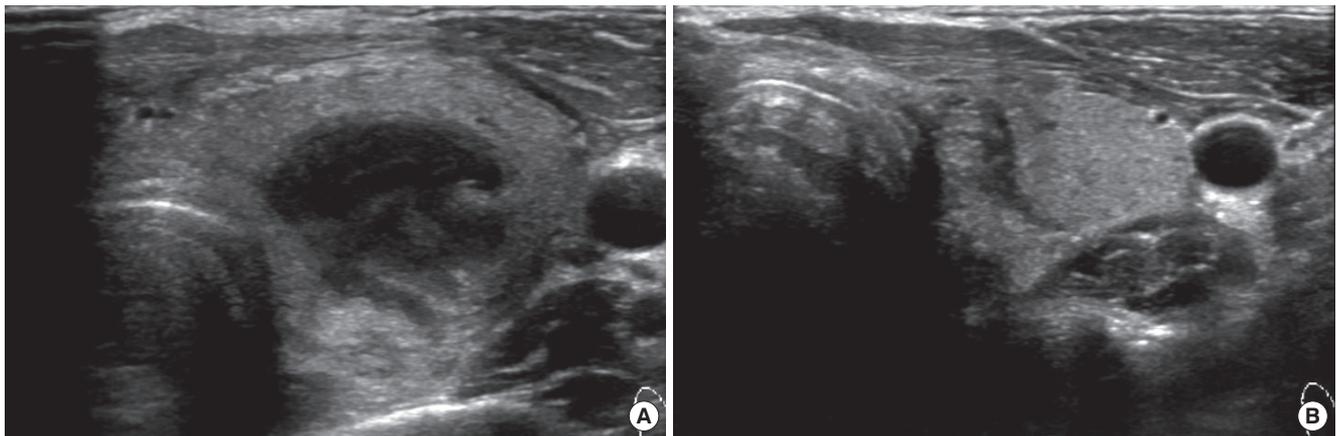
(A) Initial thyroid ultrasonography shows about 2 × 2 cm sized ill-defined heterogenous low echoic mass in left thyroid gland. (B) Thyroid ultrasonography after administration of antibiotics for 4 weeks shows decreased mass size (0.6 × 0.8 cm).
